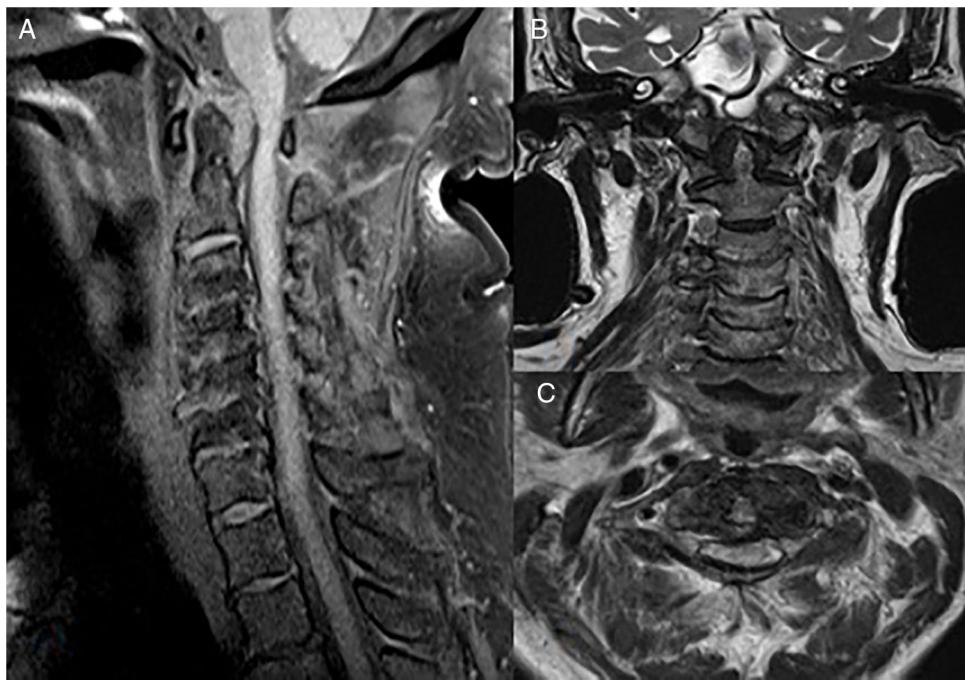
RM de columna cervical. A. T1 sagital con saturación grasa axial. B. T2 coronal. C. T2 axial.
